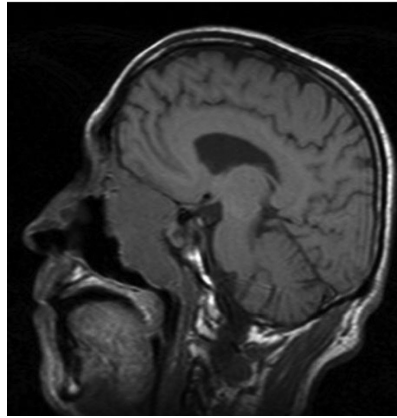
Хворий П., 52 роки. МРТ не ороговілого плоскостінного раку гайморової пазухи з поширенням в основну пазуху, решітчастий лабіринт, лобну пазуху, носову порожнину, інтраорбітально з обох сторін.
